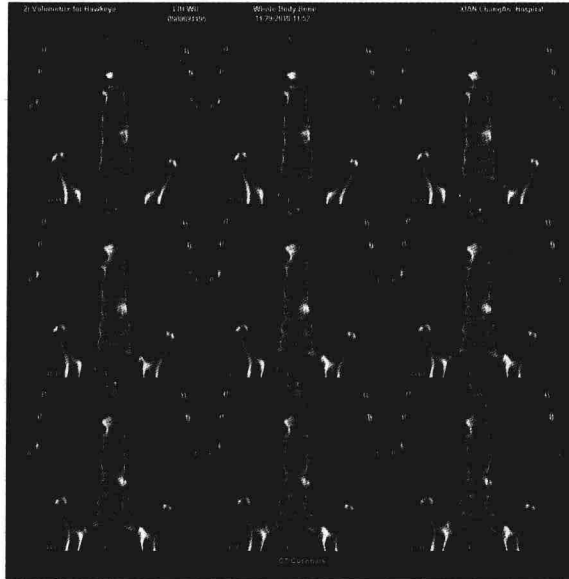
右肺肺癌（腺鳞癌）椎骨转移 SPECT 观（二）
